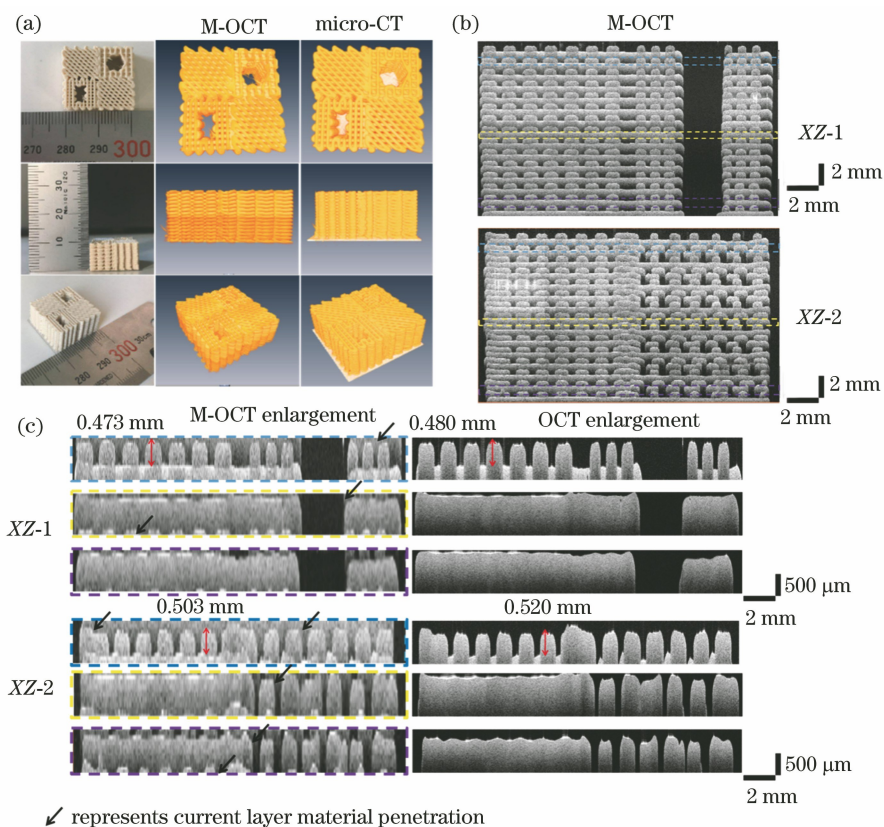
M-OCT 与 Micro-CT、OCT 的对比。(a) M-OCT 与 Micro-CT 三维模型的对比;(b) M-OCT 在不同 XZ 横断图像中选取的不同打印层;(c)图 4(b)中所选择区域的 M-OCT 与 OCT 的对比
